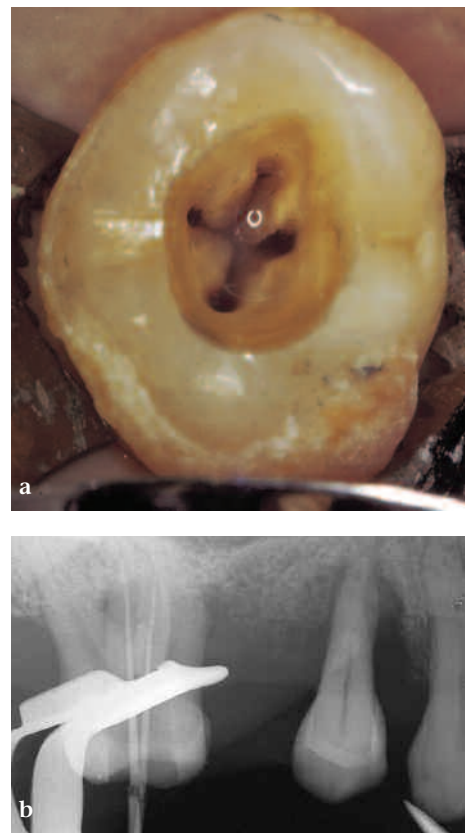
a) Cavità d'accesso di un primo molare superiore destro con due canali palatini. b) La radiografia intra-operatoria mostra i due coni all'interno dei due canali della radice palatina. c) Radiografia intra-operatoria: sono stati otturati i due canali palatini e il canale mesio-vestibolare. d) Radiografia post-operatoria.
